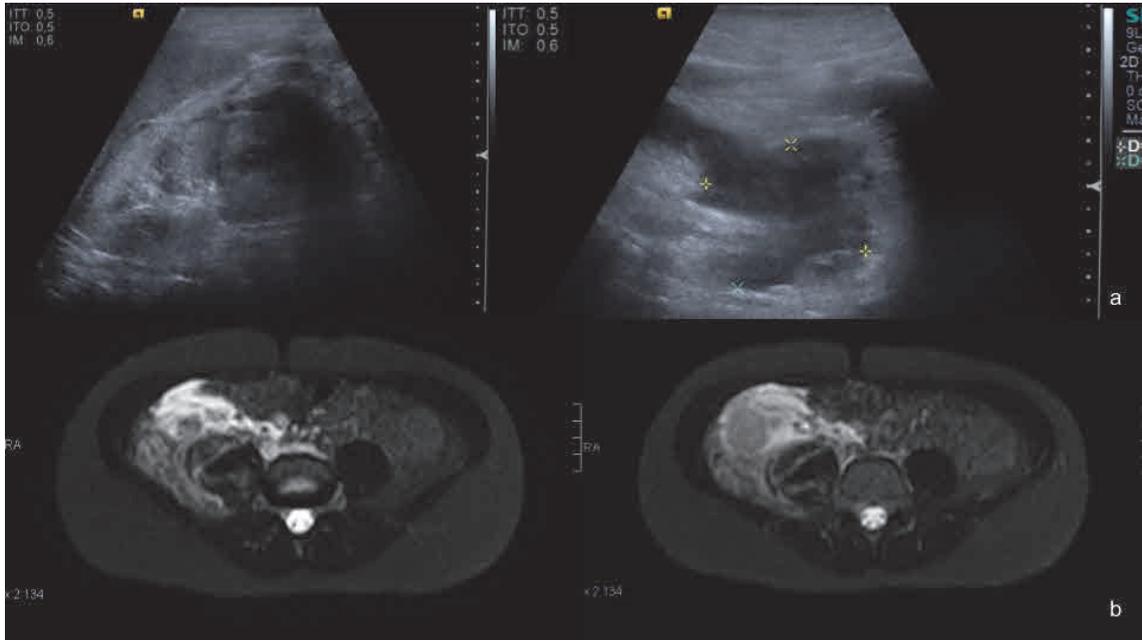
Complicaciones post-biopsia renal. Ecografía (a) y RM (b). Hemtoma perirrenal y retroperitoneal izquierdo. Fuente: propia.
